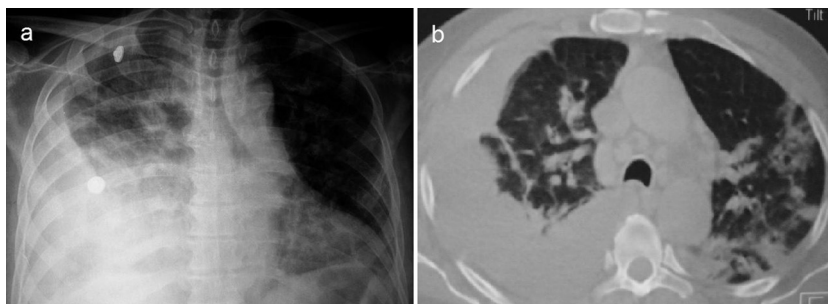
a) Radiografía de tórax que muestra derrame pleural derecho. b) La tomografía computarizada evidenció además del derrame pleural, opacidades neumónicas en el pulmón izquierdo.
